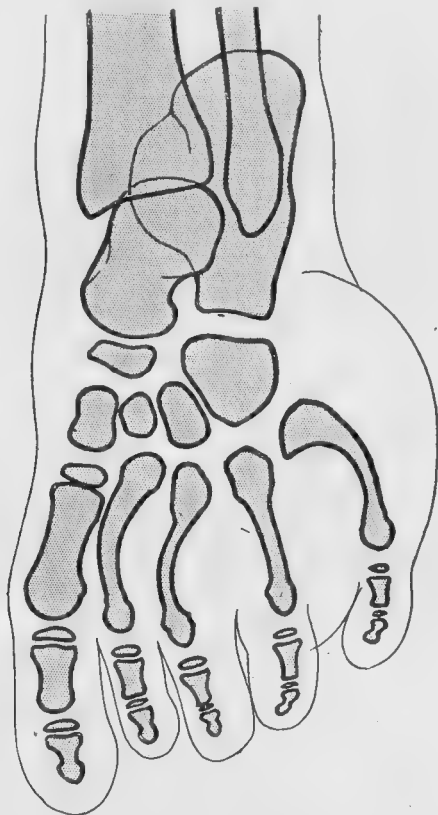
Radiographie du pied.
